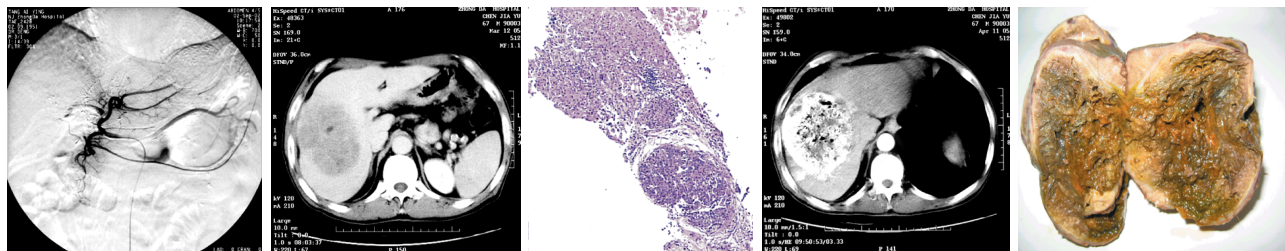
免疫栓塞后病灶染色 图 7 原发性肝癌患者术前 CT 图 8 同一患者经皮肝穿 图 9 术后 1 个月复查 CT 示 图 10 手术后大体标本示病灶消失 病灶缩小, 其内有广泛坏死 内广泛坏死, 与 CT 表现一致
